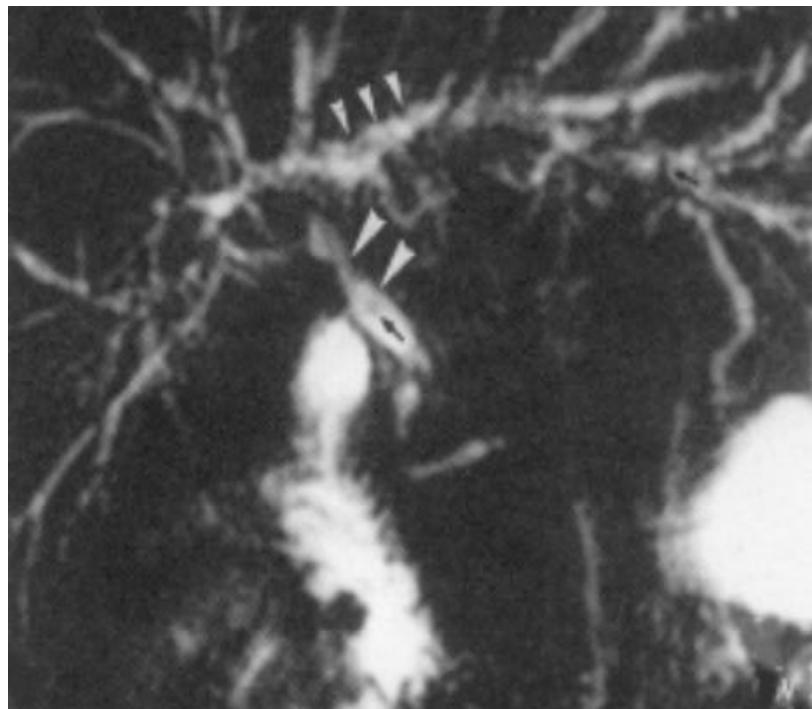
bili-IRM en séquence single shot montrant une dilatation monoliforme des VBIH et du cholédoque (têtes de flèches) avec des calculs (flèches noires) [07].
